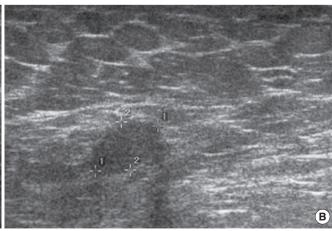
Ultrasonography showed undescended testis in both side. Right testis (A) was detected at superior portion of scrotal sac and the size was 1.33×0.82 cm. Left testis (B) was detected at inguinal canal and the size was 1.13×0.72 cm.
